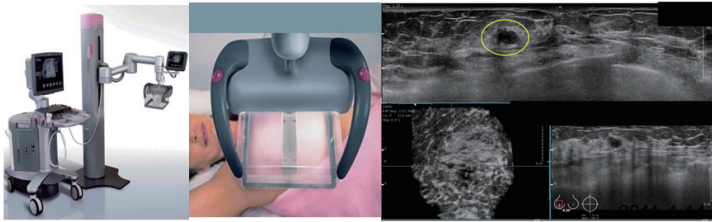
Automated Breast Ultrasound
